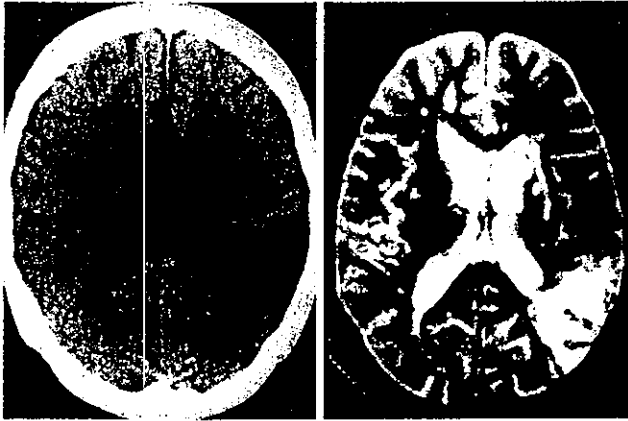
3 アテローム血栓性脳梗塞の CT 像(左)および同一症例の MRI T<sub>2</sub> 強調画像(右)
